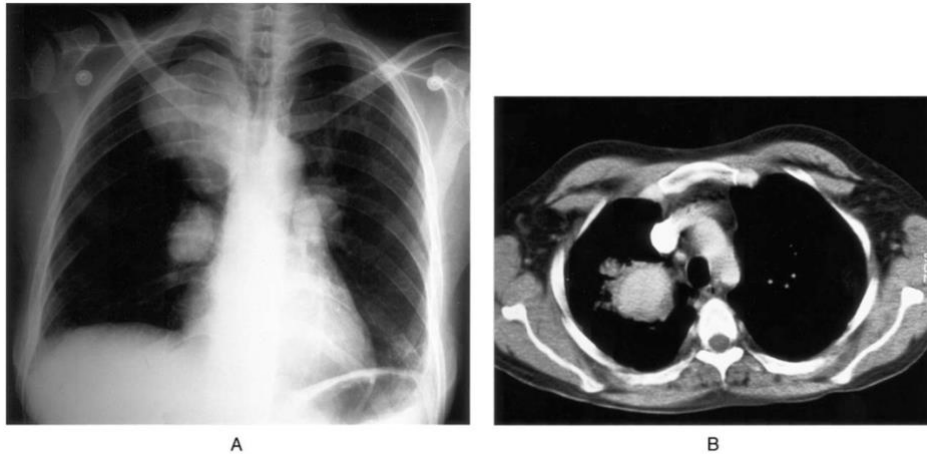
Radiografía anteroposterior de tórax (A). Tomografía con contraste endovenoso (B). Ambas muestran la presencia de aneurismas de las arterias pulmonares.
